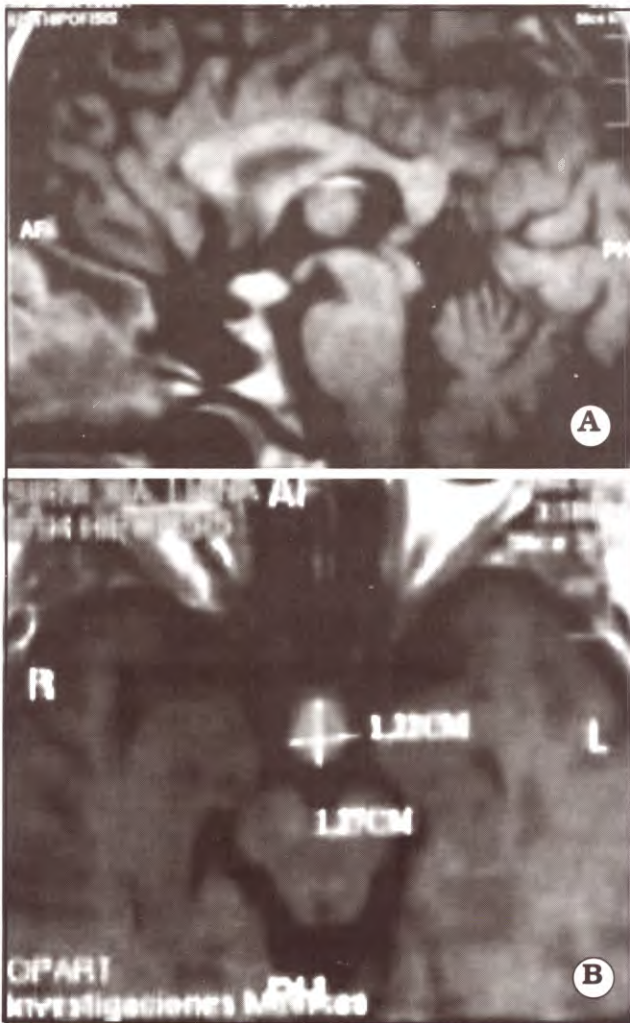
1997, IRM con una pequeña lesión de 1,23 x 1,17 cm comprometiendo la neurohipófisis y el infundíbulo.
